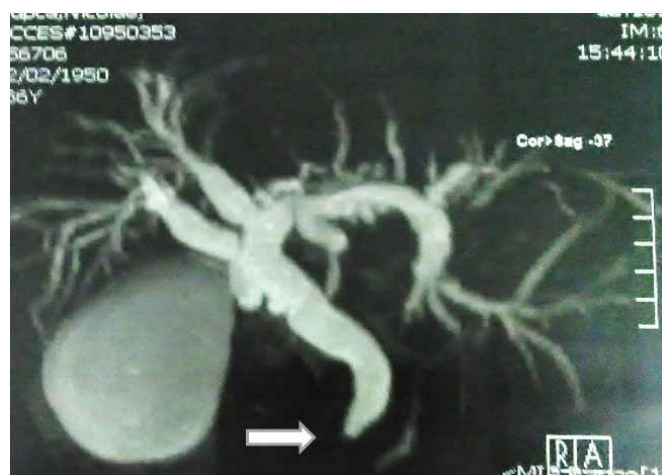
Colangiografie RMN: obstrucție completă a sfincterului Oddi prin calcul biliar inclavat
